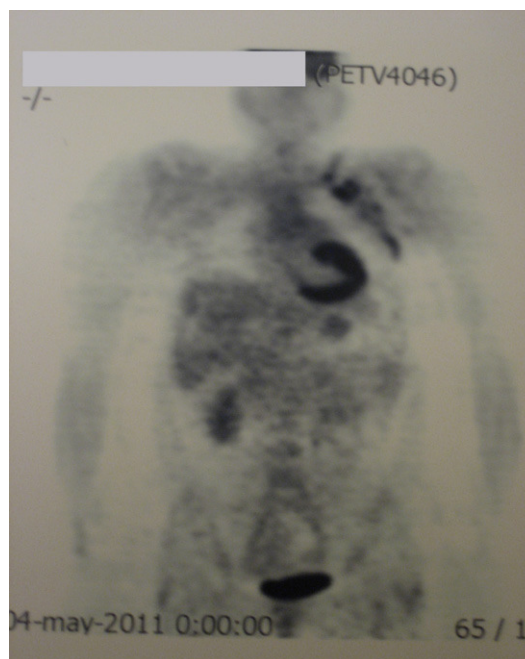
PET: captaciones de F¹⁸-FDG en regiones supraclavicular y axilar (localizadas en múltiples compartimentos).
